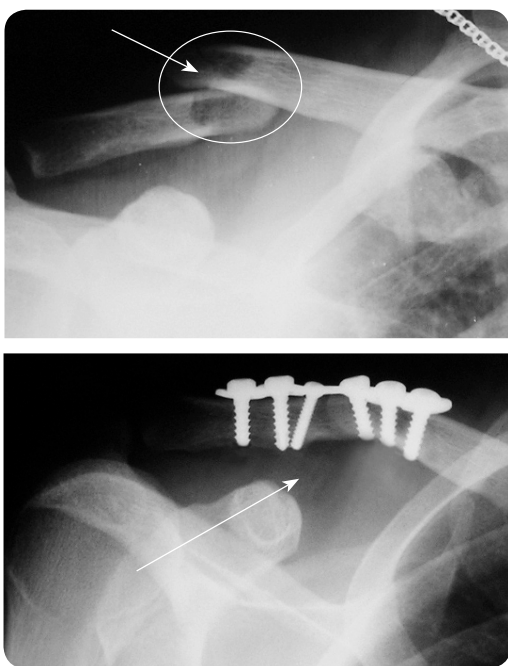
Рентгенограми ключиці в прямій проекції — перелом ключиці в середній третині, перелом ключиці синтезований пластиною
